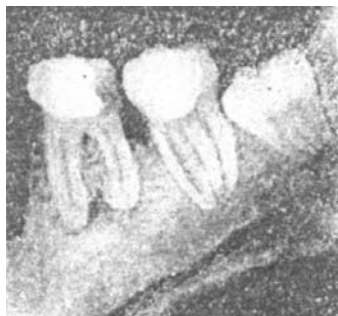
Внутриротовая рентгенограмма 36. Регенеративный гнойный периодонтит, гиперцементоз верхушки дистального корня.
